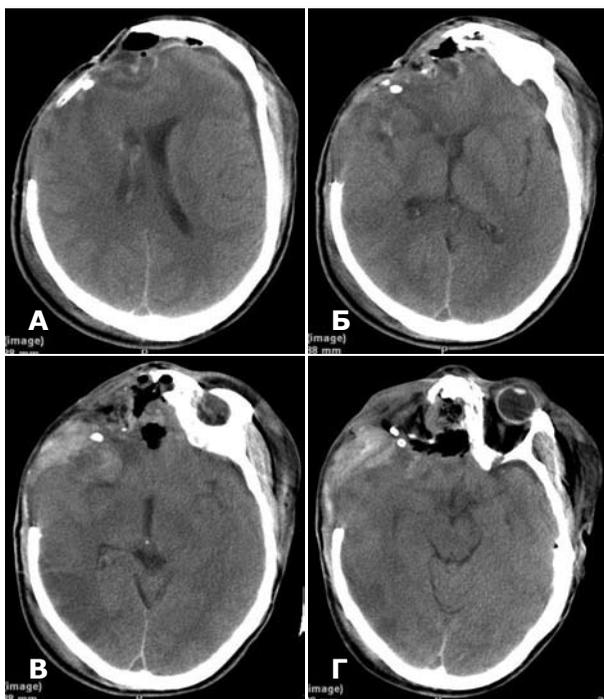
СКТ головного мозгу пострадавшего П., 1-е сутки после операции. А — регресс латеральной дислокации; Б — дренажные трубки в правой лобной области; В — отек правого полушария большого мозга; Г — хорошая визуализация мезенцефальной цистерны.
